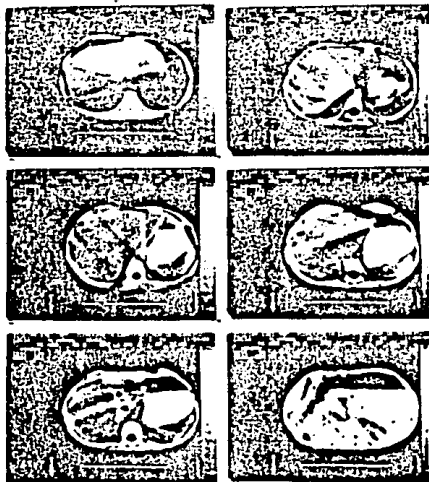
TOMOGRAFIA POR MEDIO DE CONTRASTE MUESTRA UNA TUMORACION SOLIDA.
